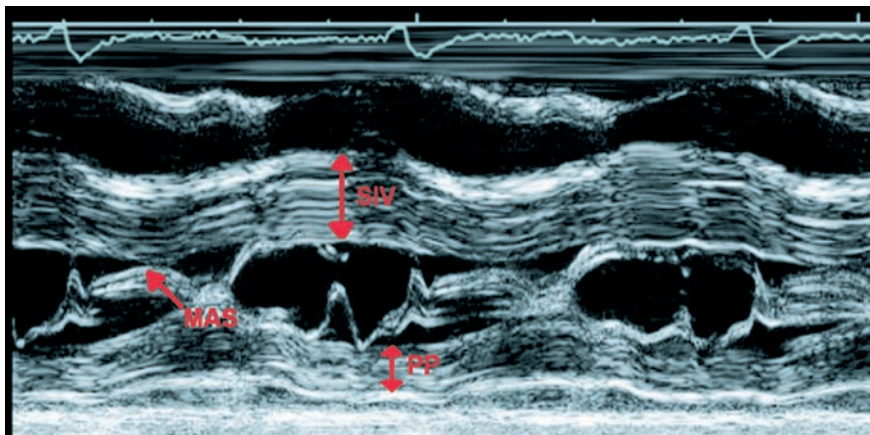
Ecocardiograma en modo M en el plano valvular mitral. Se observa un claro aumento del grosor septal con menos afectación de pared posterior. También puede verse el movimiento anterior sistólico mitral con contacto de la valva anterior con el septo. S: septo interventricular; PP: pared posterior del ventrículo izquierdo; MAS: movimiento anterior sistólico de la valva anterior mitral.
